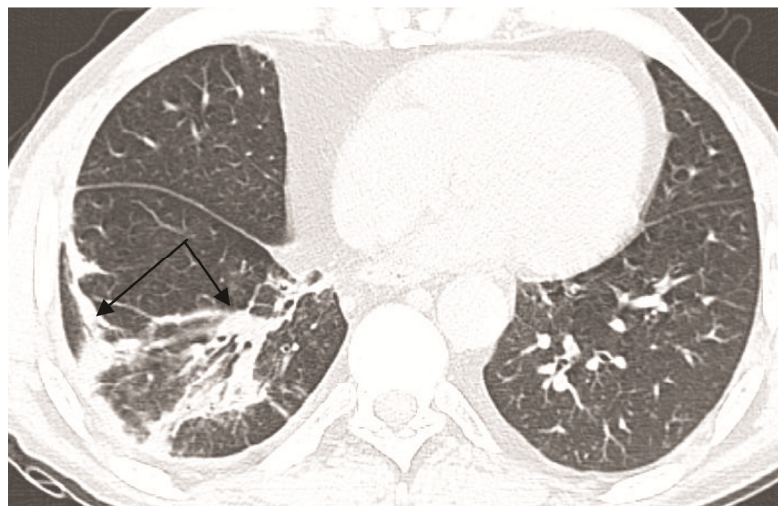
МСКТ грудной клетки: ограниченный пневмоплеврофиброз нижней доли правого легкого
